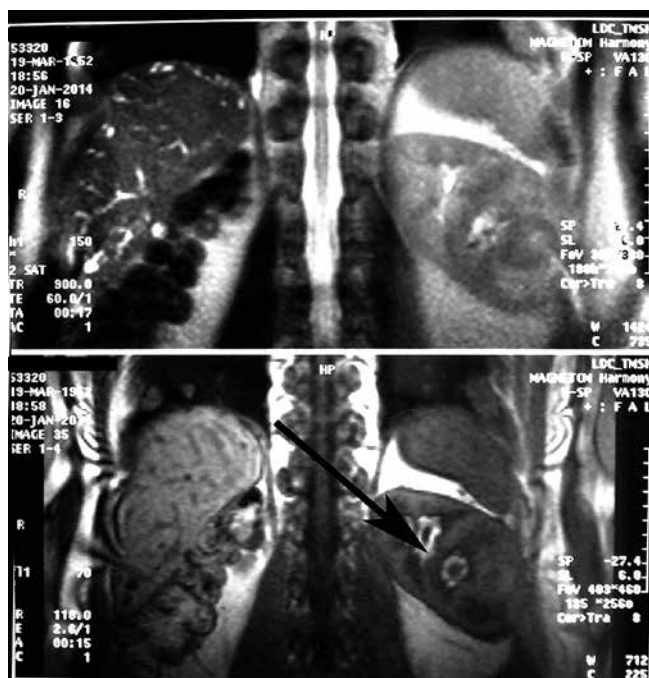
МРТ забрюшинного пространства. В левой почке опухолевидное образование показано стрелкой
